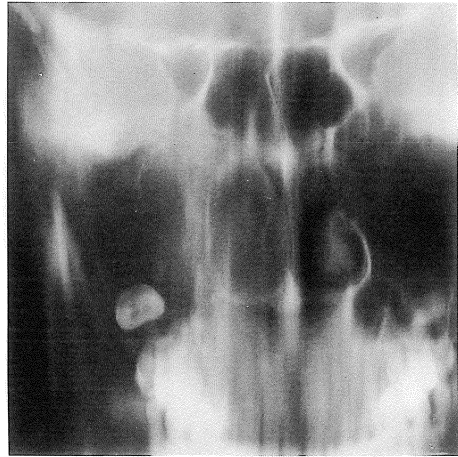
Case 2. Conventional tomography. An unerupted wisdom teeth is seen in cloudy right antrum.
